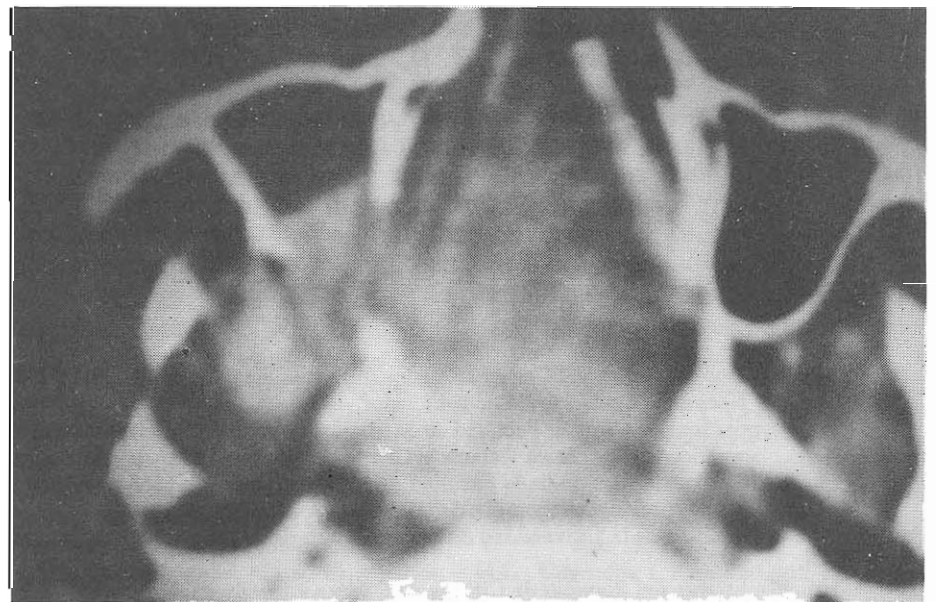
TAC muestra masa tumoral que ocupa toda la base del cráneo, se extiende anteriormente a las fosas nasales y fosa pterigomaxilar derecha
